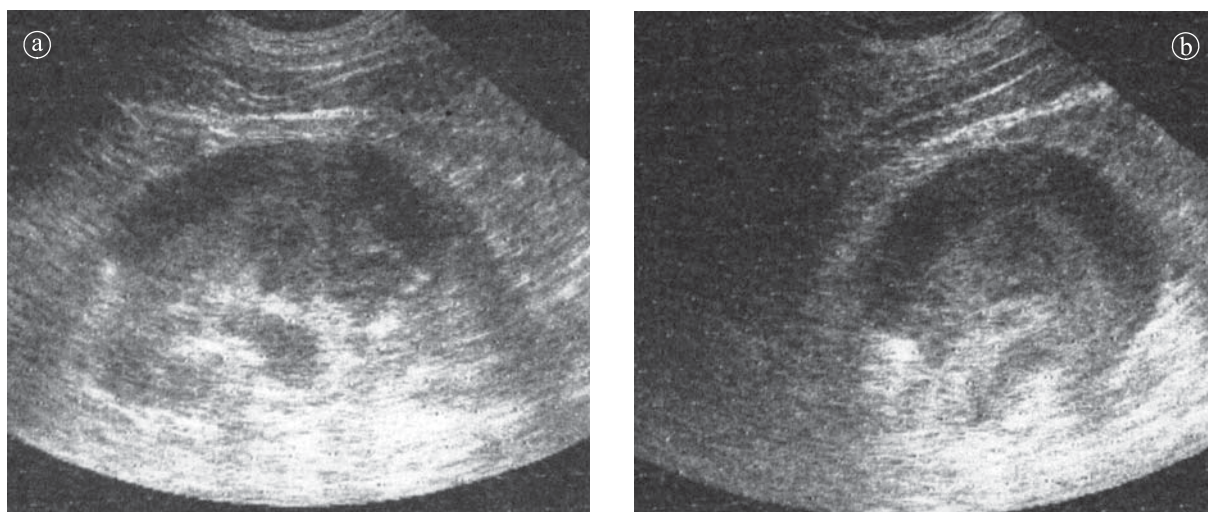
Abces renal care se extinde în spațiul perirenal. Ecografie a) secțiune longitudinală b) secțiune transversală. Imagine hipoecogenă în jumătatea inferioară renală difuz delimitată. Capsula renală îngroșată. Spațiul perirenal hipoecogen. Fascia renală îngroșată.
